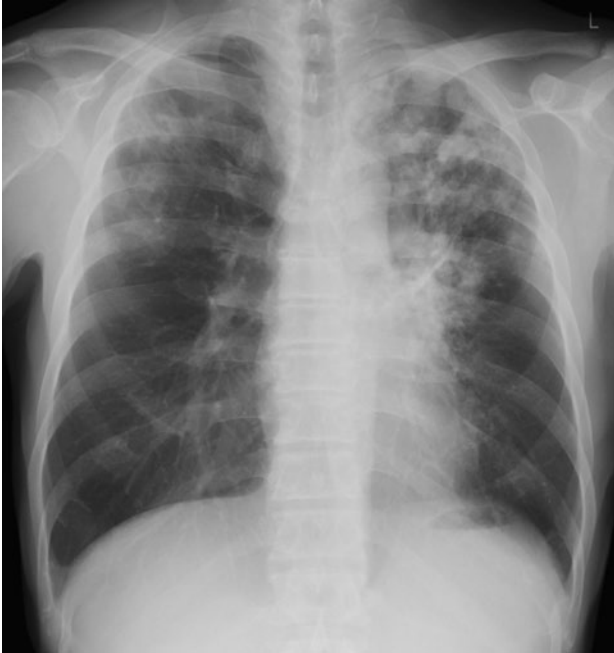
Plain radiograph of the chest on admission. An infiltrative shadow and cavity were observed in the bilateral upper lung fields.
